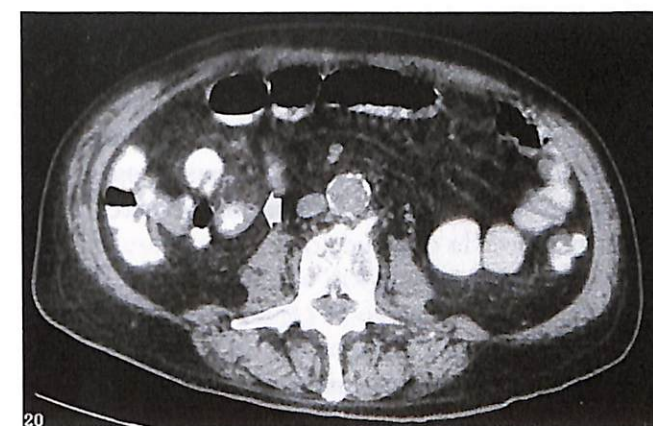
TAC de pelvis en la que se aprecia engrosamiento circunferencial de la pared intestinal con franca estenosis de la luz (flecha).
